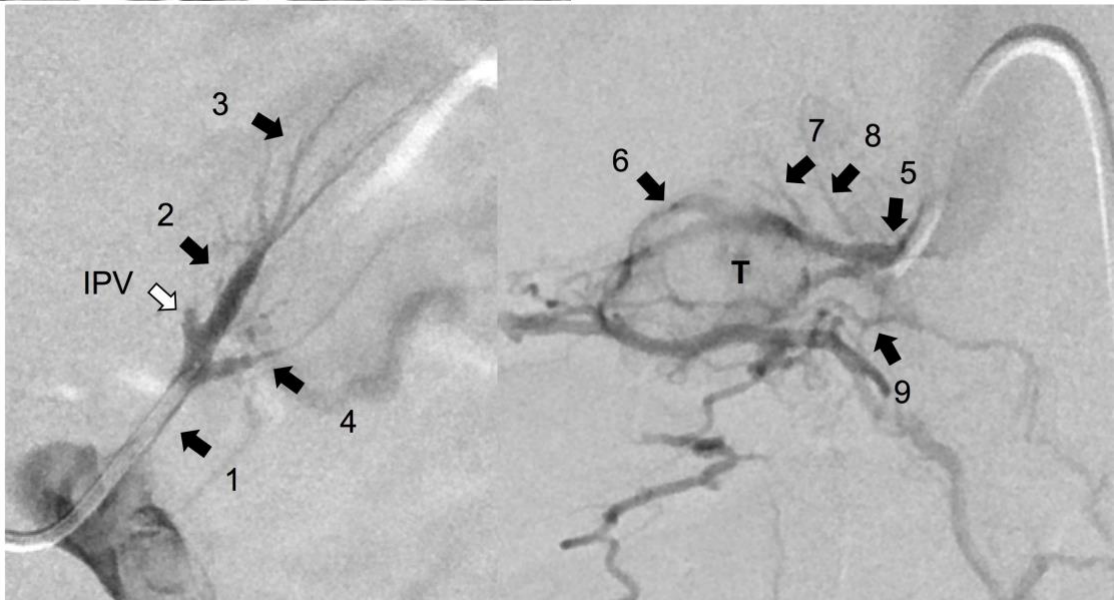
症例 1 の術前造影 CT と sAVS での左右副腎静脈採血部位
